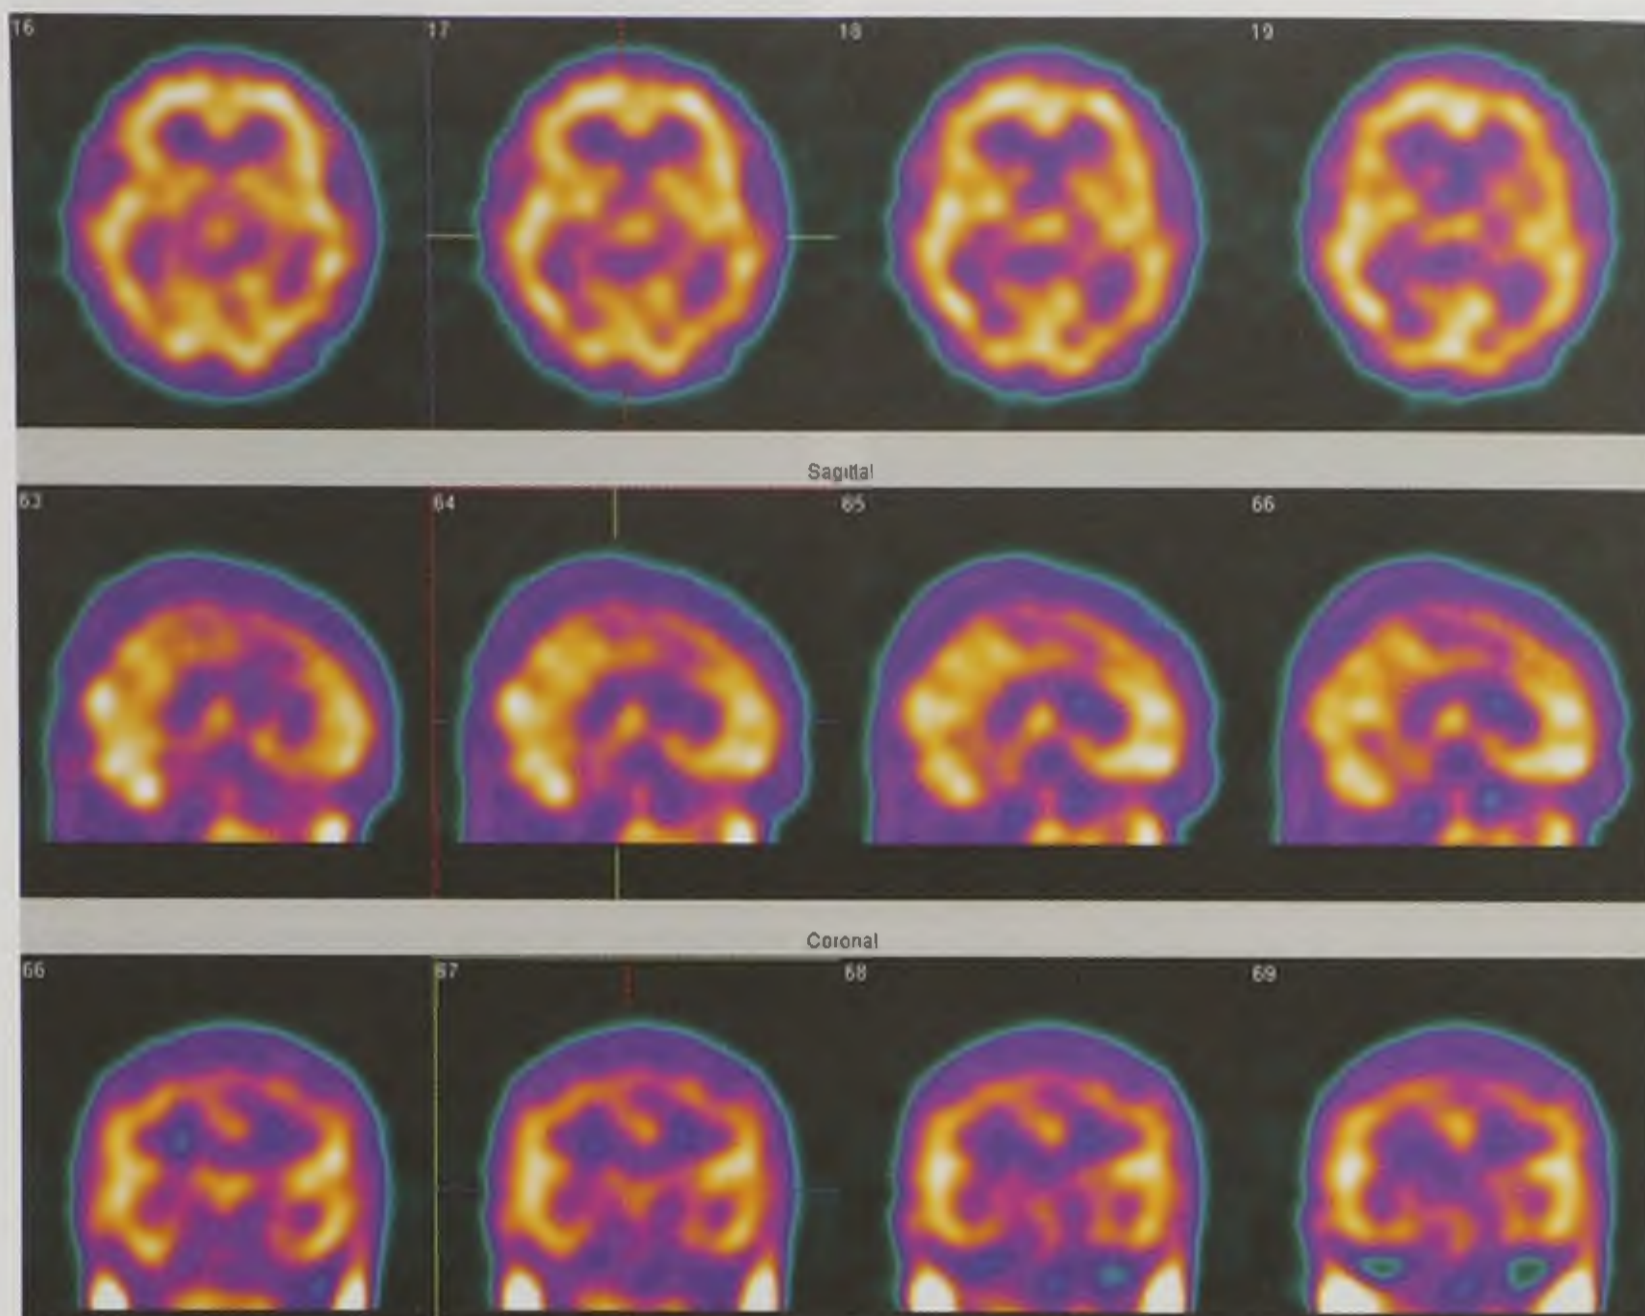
Перфузионная однофотонная эмиссионная компьютерная томография головного мозга. Норма
